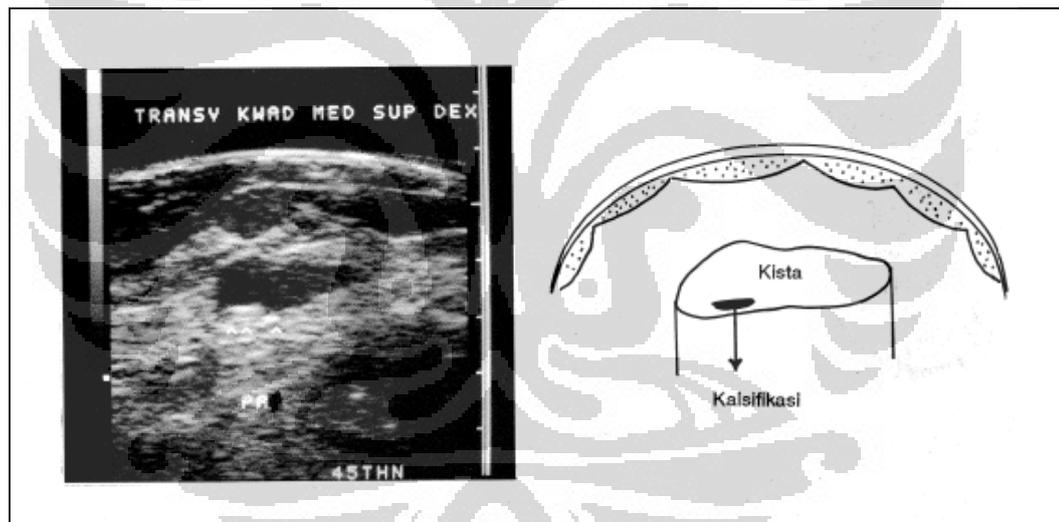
Citra USG untuk kista pada payudara
